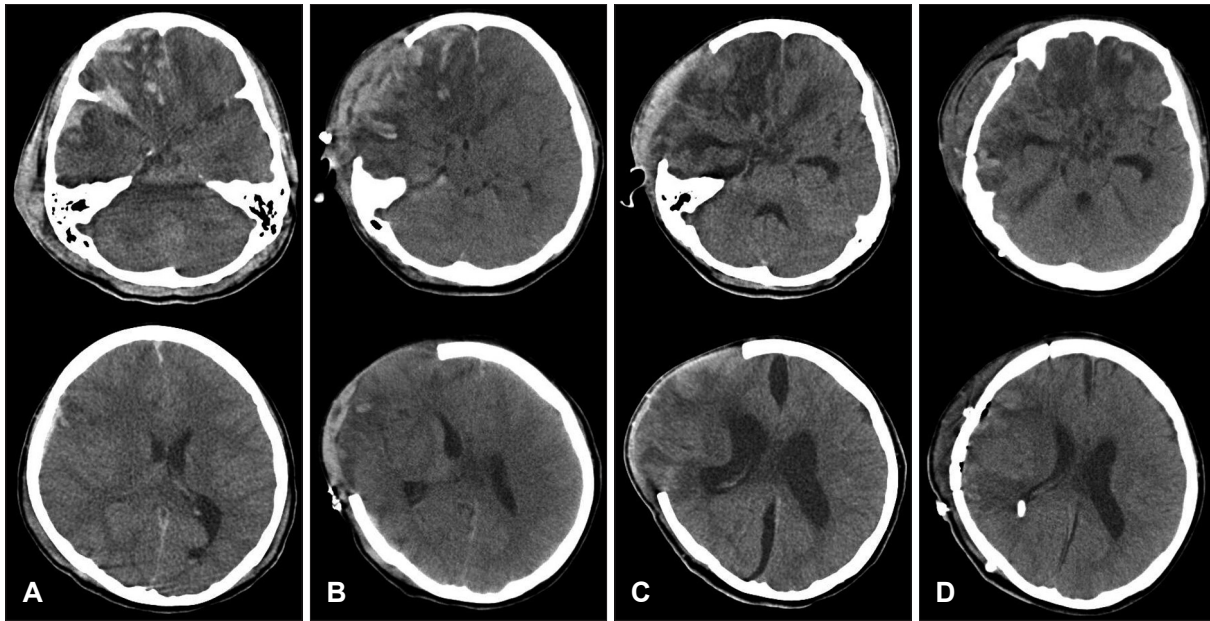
Computerized tomography (CT) findings of a patient with severe traumatic injury. A: Initial CT showing multiple contusion and midline shift; the patient's initial Glasgow Coma Scale score was 9. B: CT was performed at 6 days after decompressive craniectomy. C: CT at 28 days after decompressive craniectomy showing interhemispheric subdural hygroma. D: Patient needed ventriculo-peritoneal shunt due to hydrocephalus.
